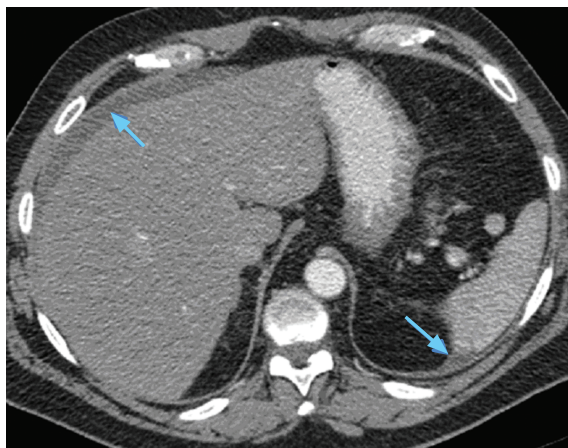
МСКТ пациента с острым панкреатитом.
